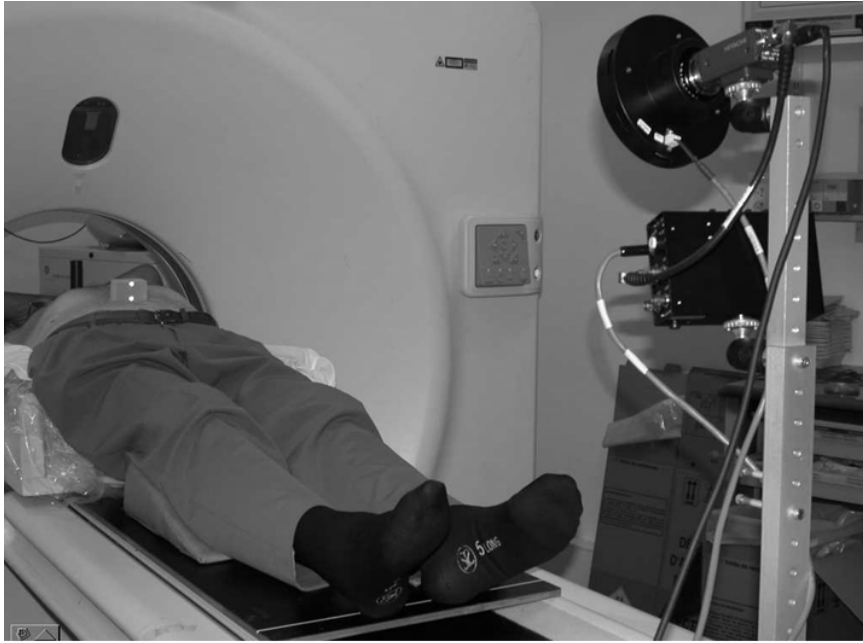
Set-up of the patient during a 4D-CT exam. The RPM marker was located on the patient chest and it was followed by an infrared camera fixed at the top of a pole attached to the CT couch (top left).
